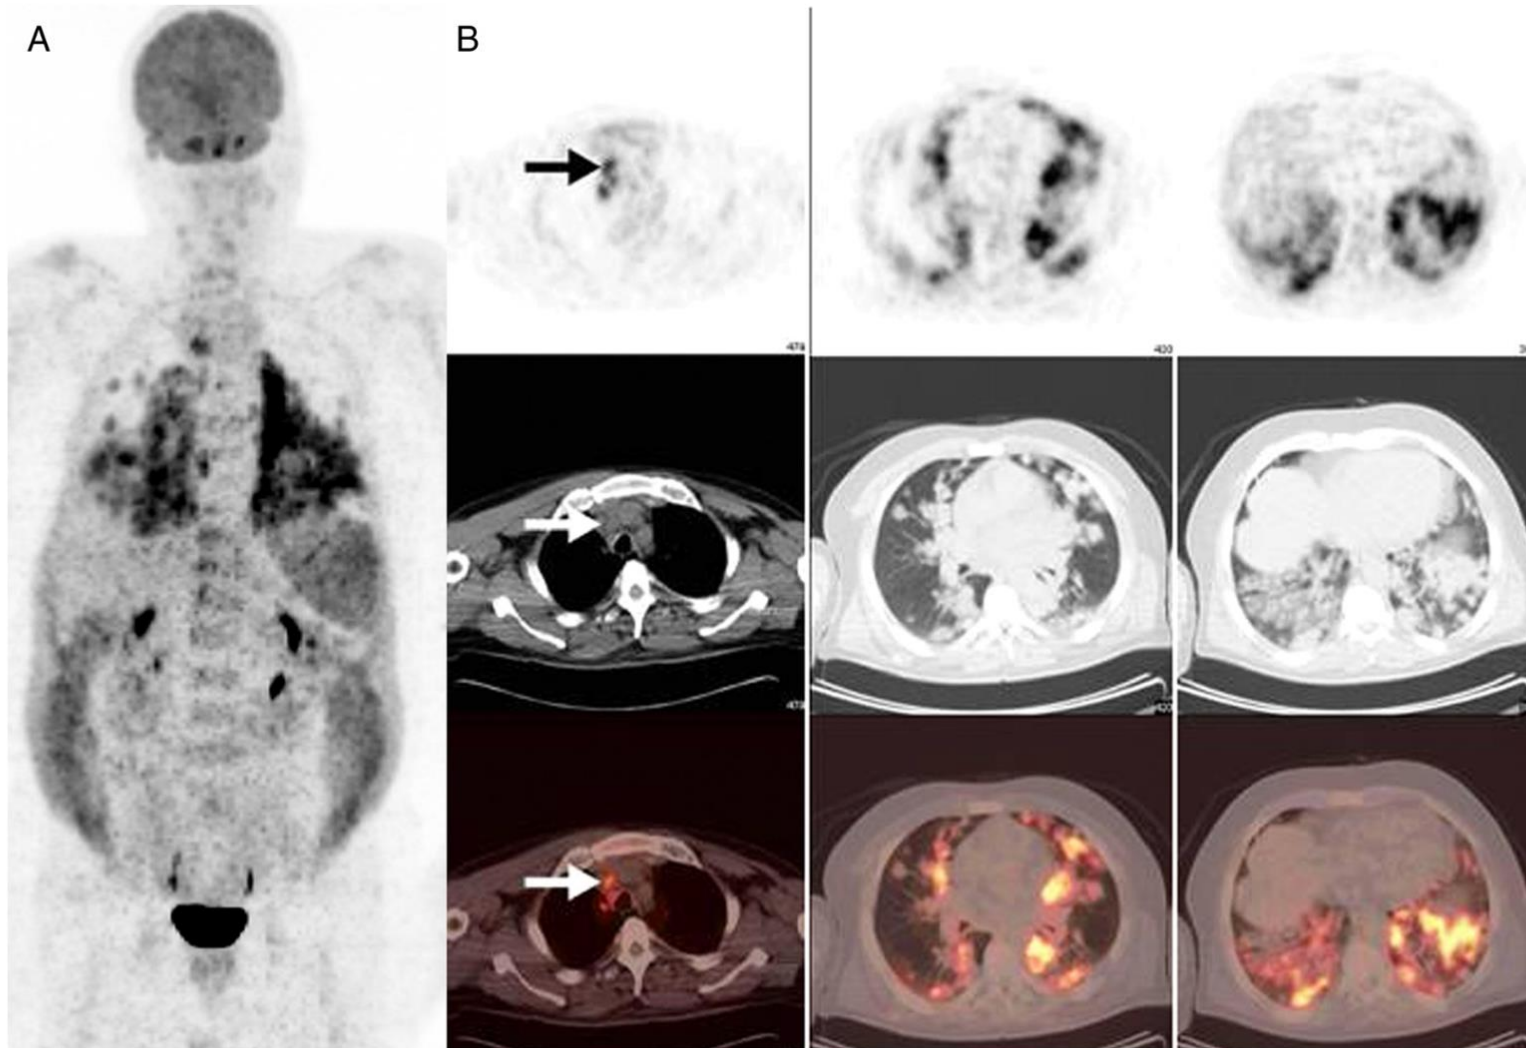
Maximum intensity projection (MIP) image show hypermetabolic lesions of the upper and lower respiratory tract, and diffusely increased FDG uptake in the spleen (A). Axial slices of PET/CT showed intense FDG uptake of widespread pulmonary nodules located mostly near subpleural areas and basal zones with a maximum standardized uptake value of 15 (B). In the mediastinum, hypermetabolic lymph nodes were seen in the right paratracheal, subcarinal, and bilateral hilar regions (arrow).
